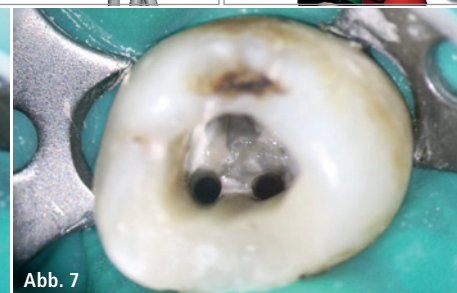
Anschließend wurden die Kanalstrukturen markiert. – Abb. 4: Mithilfe der visualisierten Wurzelkanalinstrumente ließen sich Kanalverläufe und Konflationen darstellen, ... – Abb. 5: ... um geeignete Instrumente aus der Feilendatenbank auszuwählen. – Abb. 6 und 7: Der zweite mesiobukkale Kanal wurde im DVT erkannt und klinisch problemlos dargestellt. – Abb. 8 und 9: Die dreidimensional gemessenen Wurzelkanallängen wurden elektrometrisch und röntgenologisch überprüft. Die Wurzelkanäle wurden chemomechanisch desinfiziert und thermoplastisch obturiert.
